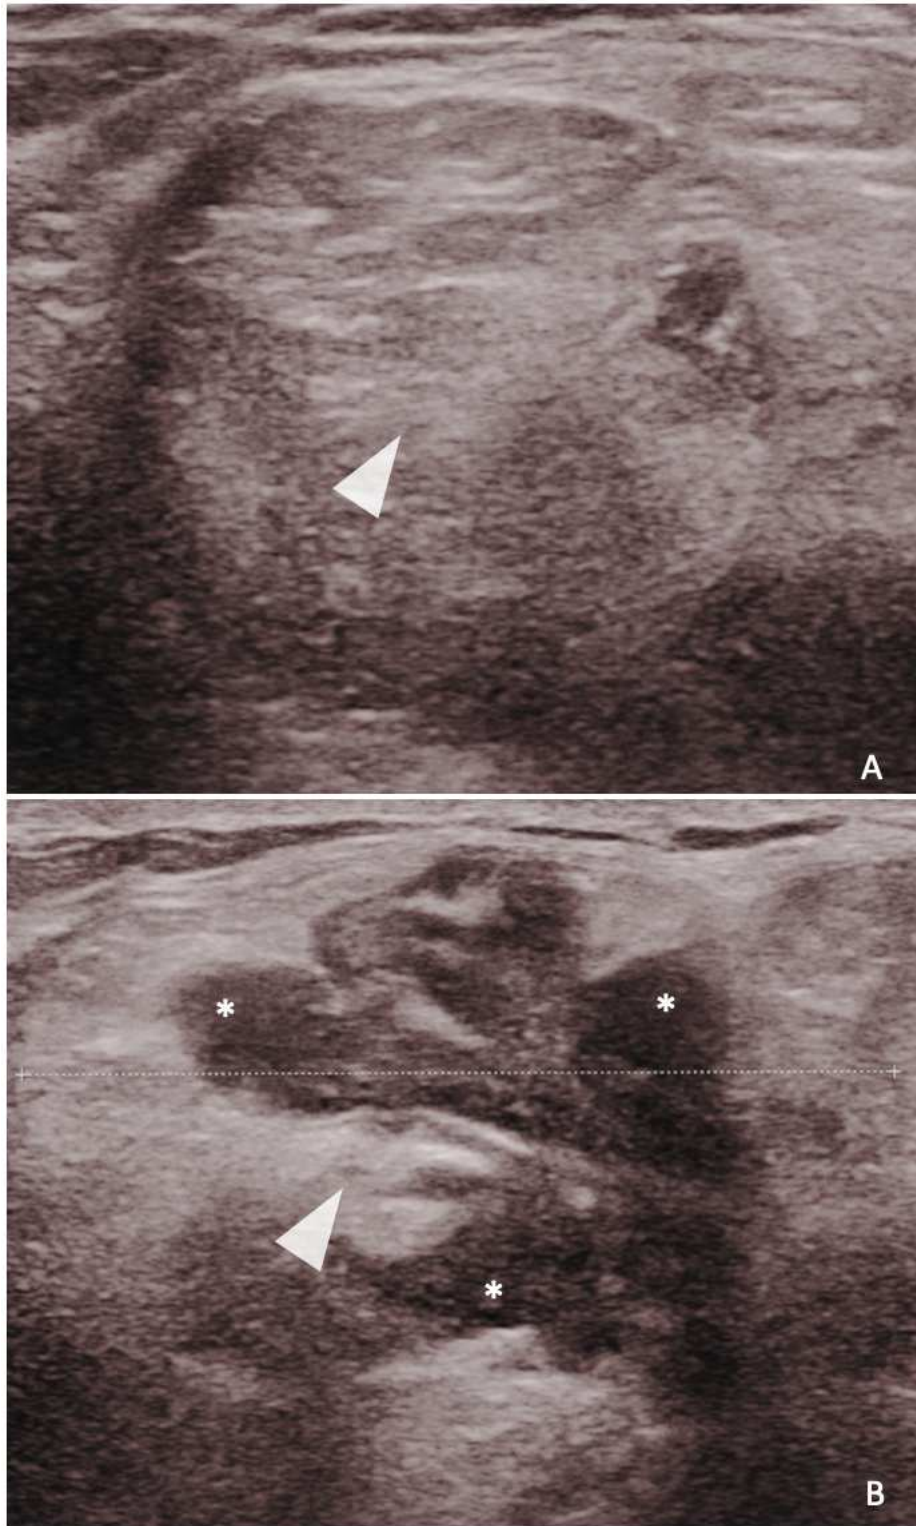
Échographie d'une tumeur phylloïde maligne. Masse de forme simple ronde (A), de contours circonscrits, d'échostructure interne d'hétérogénéité élevée, avec de larges fentes étirées et de plages kystiques (astérisques) et des plages hyperéchogènes (têtes de flèches).
